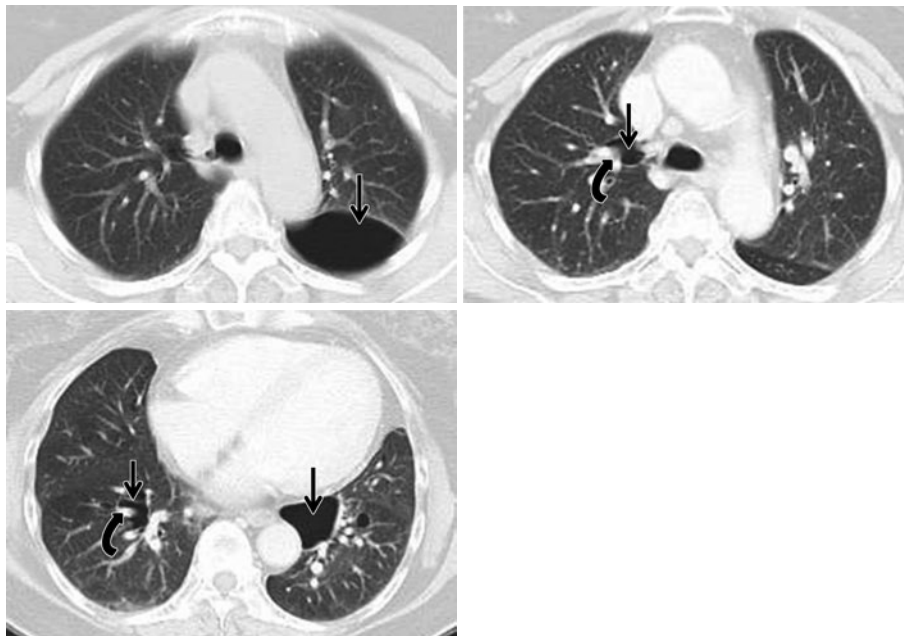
Chest CT scan performed two-years before admission demonstrates multiple lung cysts in bilateral lungs (straight arrows). These cysts are shown predominantly in the subpleural and mediastinal areas of the lower lobes. Some pulmonary vessels are running across the centers of the cysts (curved arrows).
